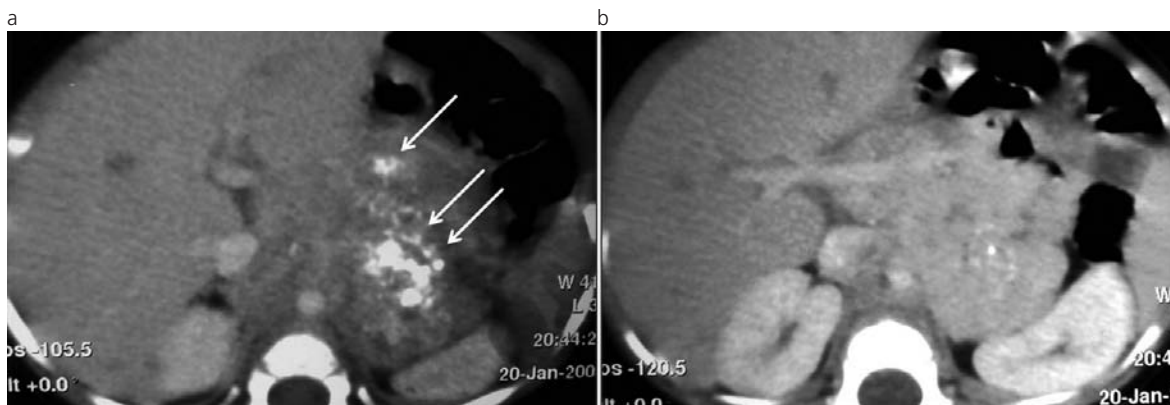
Neuroblastoma sólido neonatal. TC con cte. EV. (a) Formación sólida, heterogénea, con múltiples calcificaciones puntiformes (flechas) ubicada en el retroperitoneo superior, en topografía de la glándula suprarenal izquierda. (b) La misma engloba la aorta, la VCI y la vena renal izquierda. Ambos riñones muestran características morfológicas habituales.
